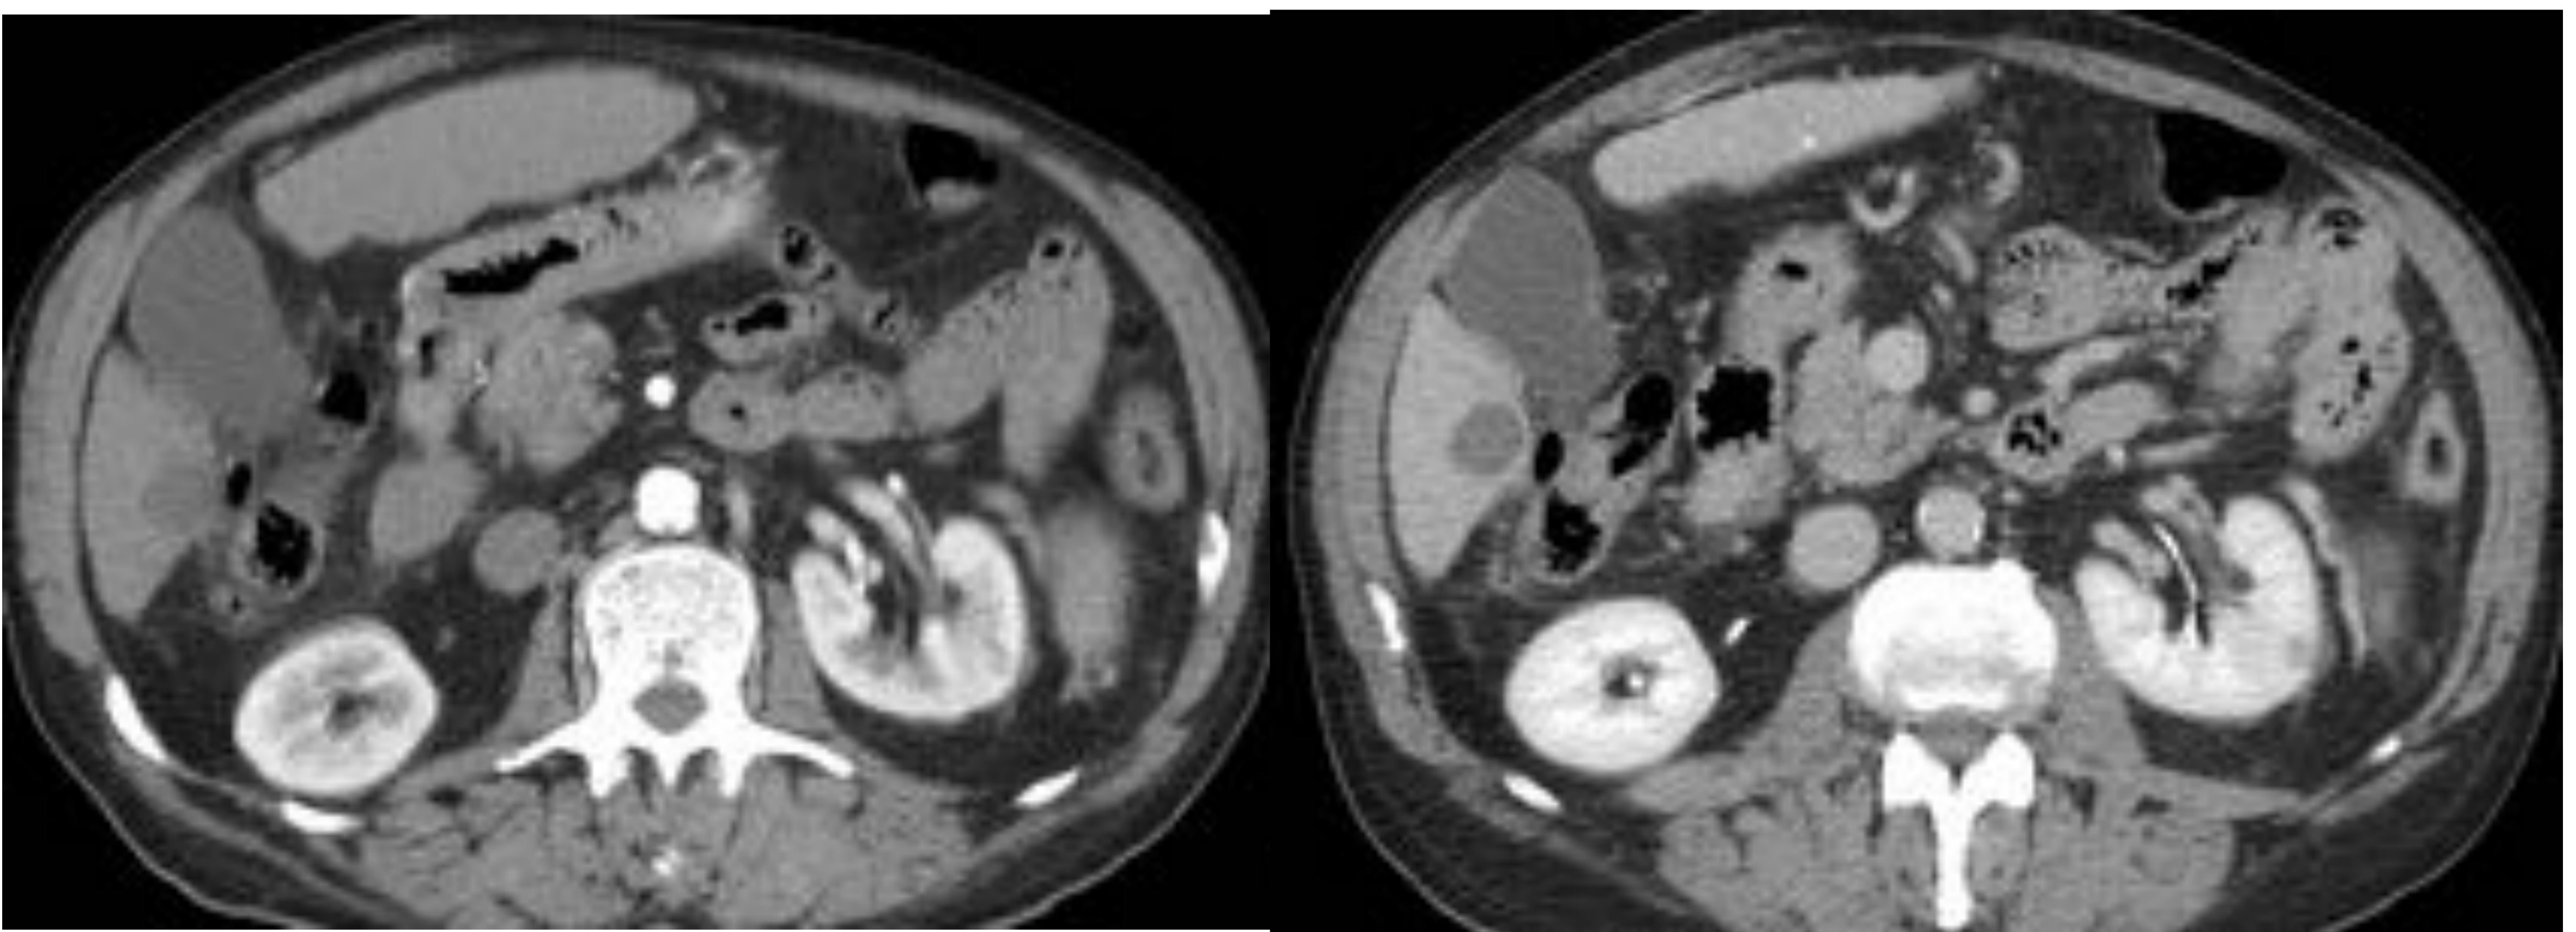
TC abdominal postquimioembolización realizado en fase arterial y portal, en la que se observa lesión hipoatenuante sin evidencia de restos tumorales en el estudio dinámico. Lesión diagnosticada de necrosis completa en el estudio de la pieza explantada.
